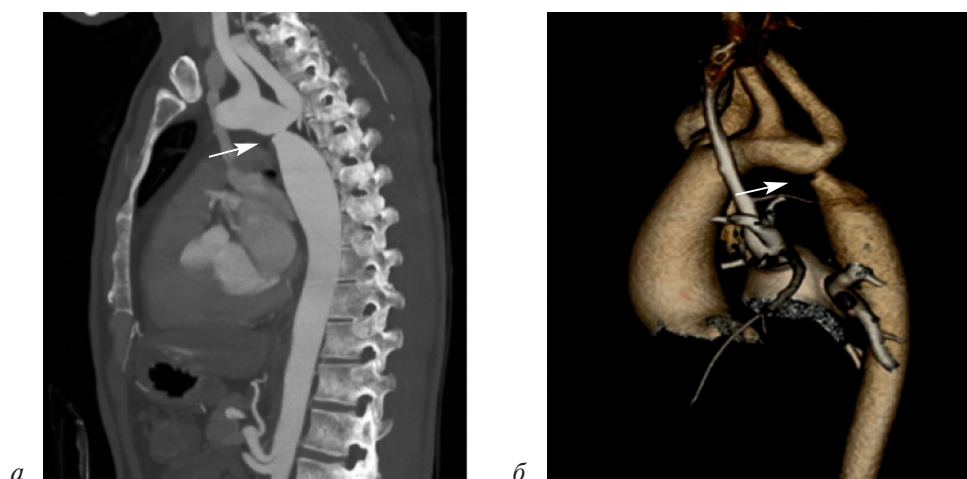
Компьютерная томографическая ангиография. Коарктация аорты
